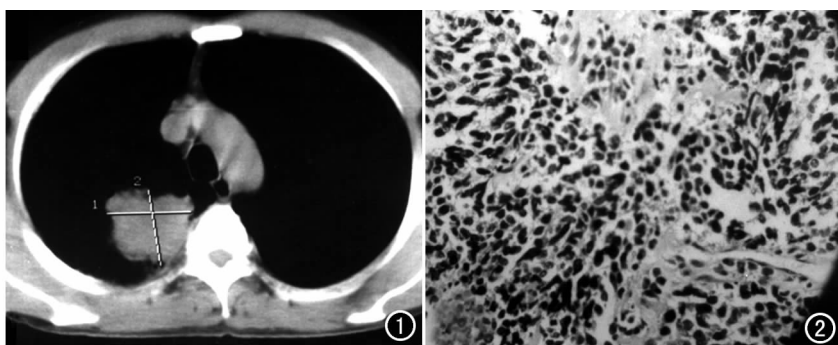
CT示右下肺肿块约4.2 cm×4.0 cm。图2 镜下显示细胞呈短梭形核分裂像排列、交错。部分区域呈菊花样结构(×400)。
